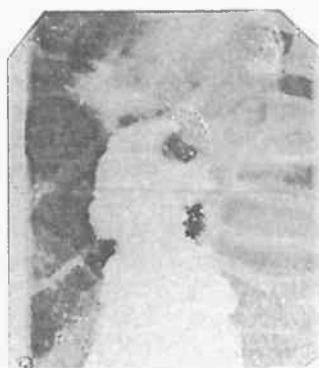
На рентгенограмме тугое заполнение бариевой взвесью нисходящего отдела толстой кишки до циркулярного сужения
